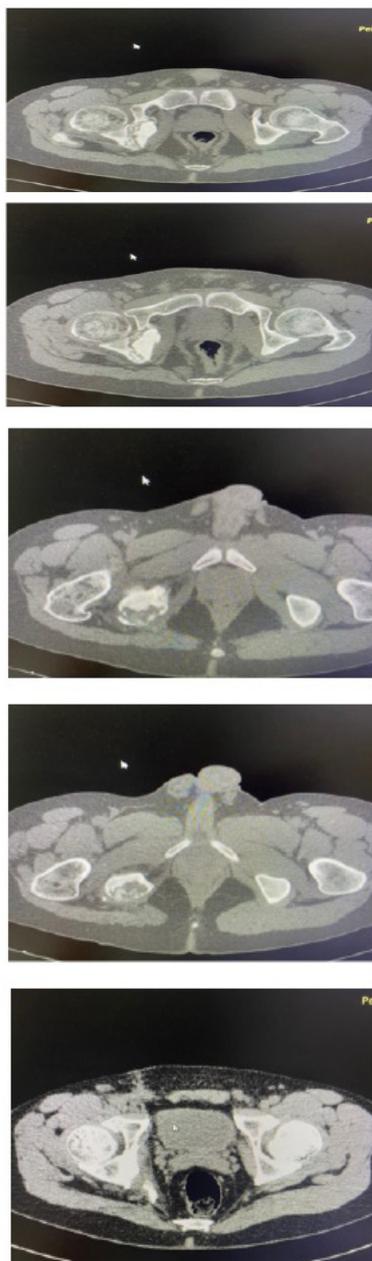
Компьютерная томография пациента, ноябрь 2021 года
